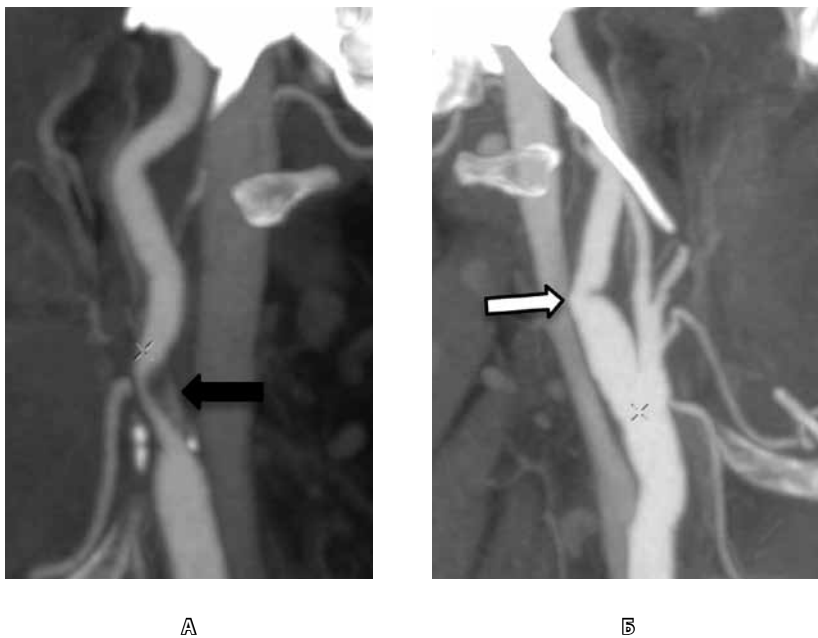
Послеоперационные изменения после открытой каротидной эндартерэктомии, требующие наблюдения. МСКТ, артериальная фаза болюсного контрастирования, криволинейная реконструкция. А – предоперационные данные: выраженный стеноз на уровне луковичи внутренней сонной артерии (черная стрелка); Б – послеоперационные данные: усиление деформации внутренней сонной артерии с формированием перегиба артерии (белая стрелка). Контуры общей сонной, внутренней сонной и наружной сонной артерий на уровне зоны реконструкции четкие, просвет гомогенный
